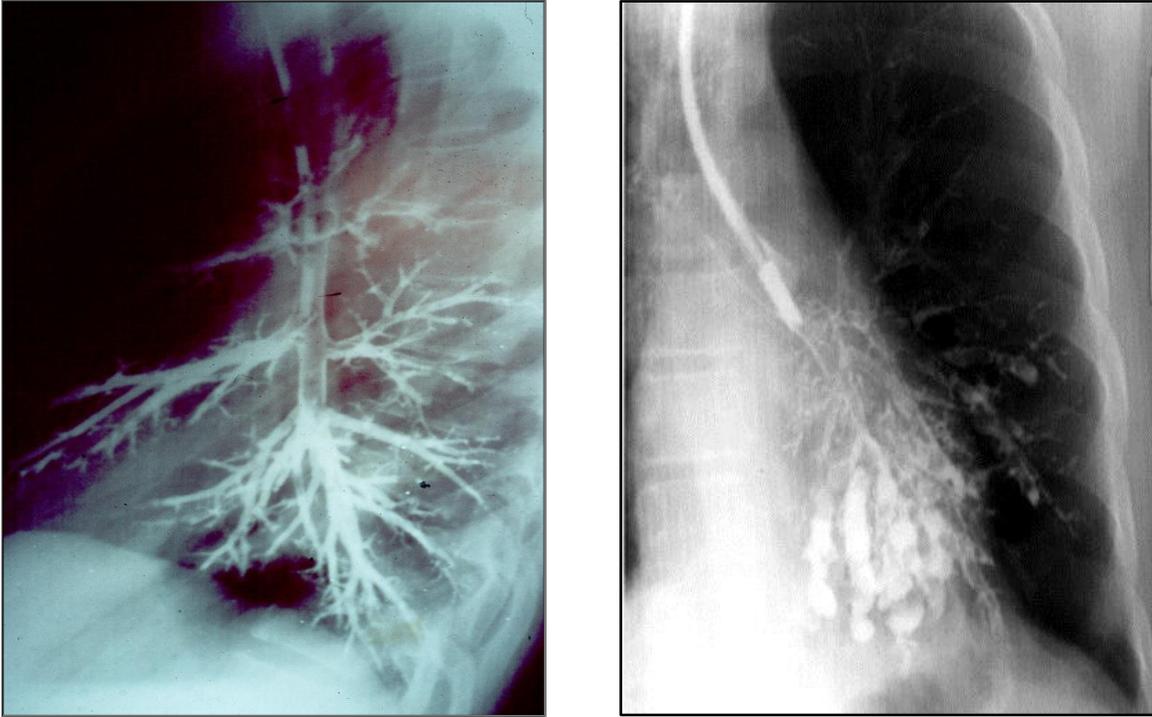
Bronco grafías de bronquiectasias cilíndricas realizadas en nuestro servicio, con ambos materiales, obteniéndose excelentes muestras graficas de la magnitud de la patología, y con ello un “mapa” certero del territorio a resecar; aun hoy rellenamos los especímenes resecados, con contraste, y al radiografiarlos y cotejarlos con la pieza quirúrgica obtener una especie de Broncografiapostquirúrgica.
